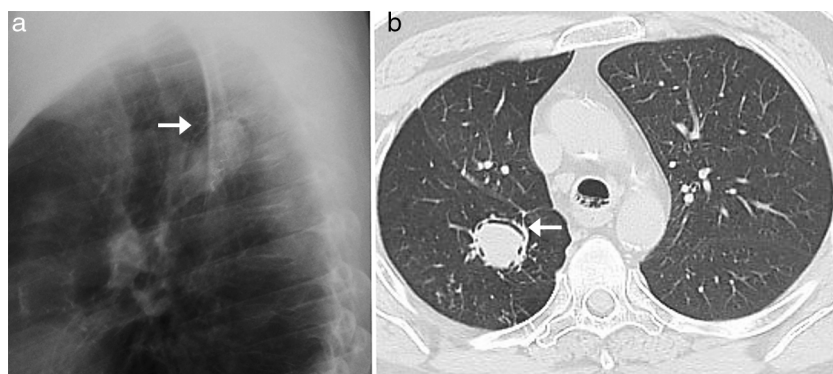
Aspergiloma en una mujer de 60 años con antecedente de lobectomía superior derecha. Detalle de la radiografía de tórax lateral ampliada (a) en la que se aprecia un nódulo rodeado parcialmente por un área radiolúcida en forma de semiluna. En la imagen del TCMD (b) se confirma el nódulo en el interior de una cavidad con el signo de la semiluna (flechas blancas).
